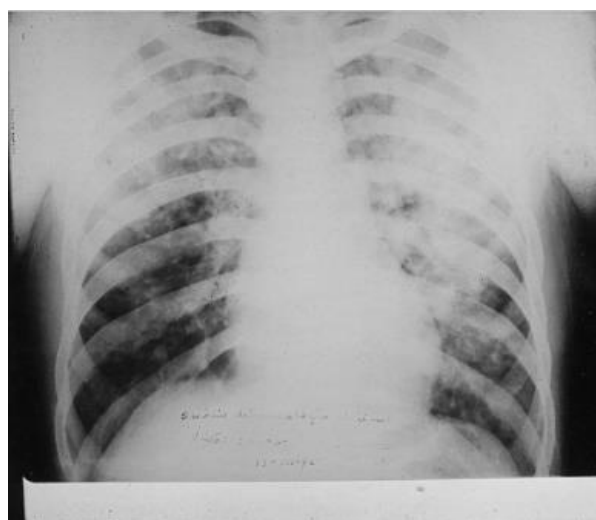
Radiographie thoracique d'un OPHA déclaré à La Paz (3700 m) (44)
